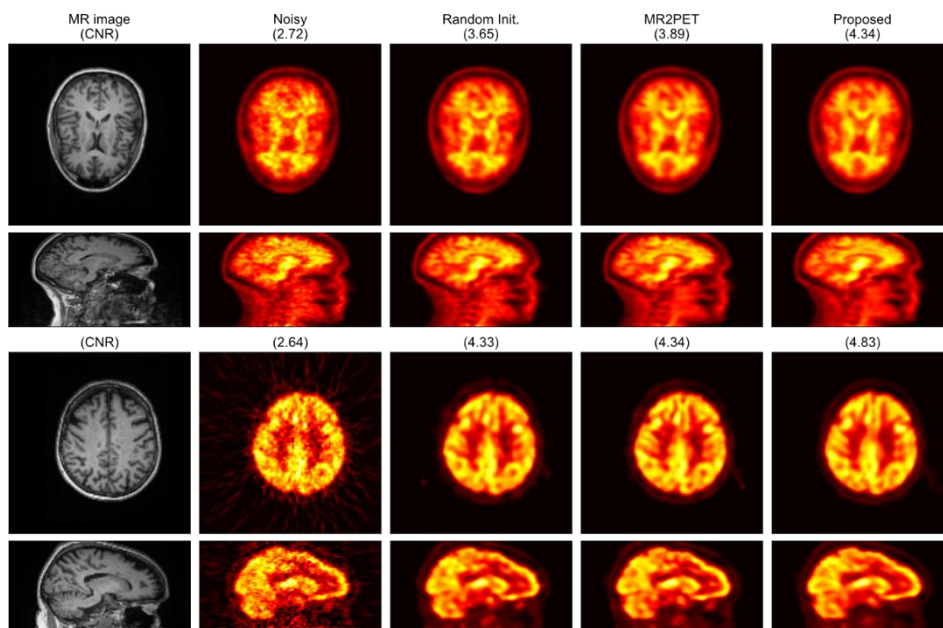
実測データにおけるノイズ除去結果の比較 (上 : [11C]PIB, 下 : [18F]FDG)
